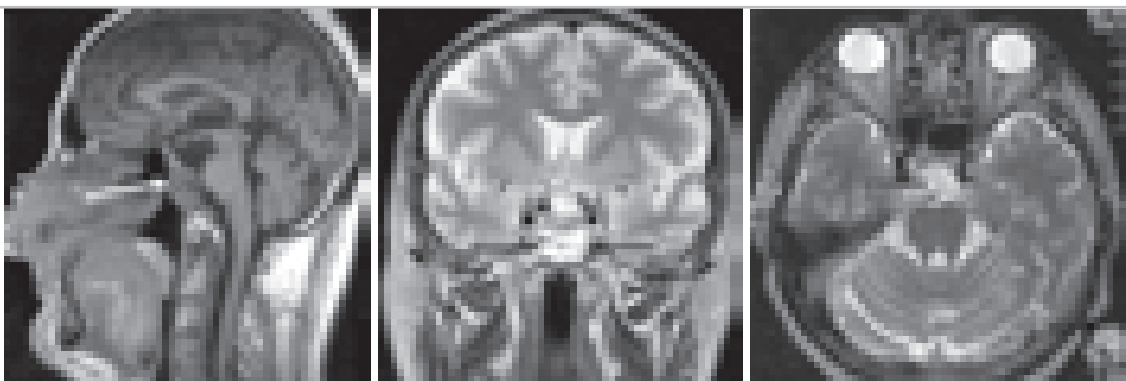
МРТ-изображения в сагиттальной (T1-режим), фронтальной и аксиальной (T2-режим) проекциях через 9 месяцев после операции (опухоль удалена тотально). Больной Р., 52 года.
